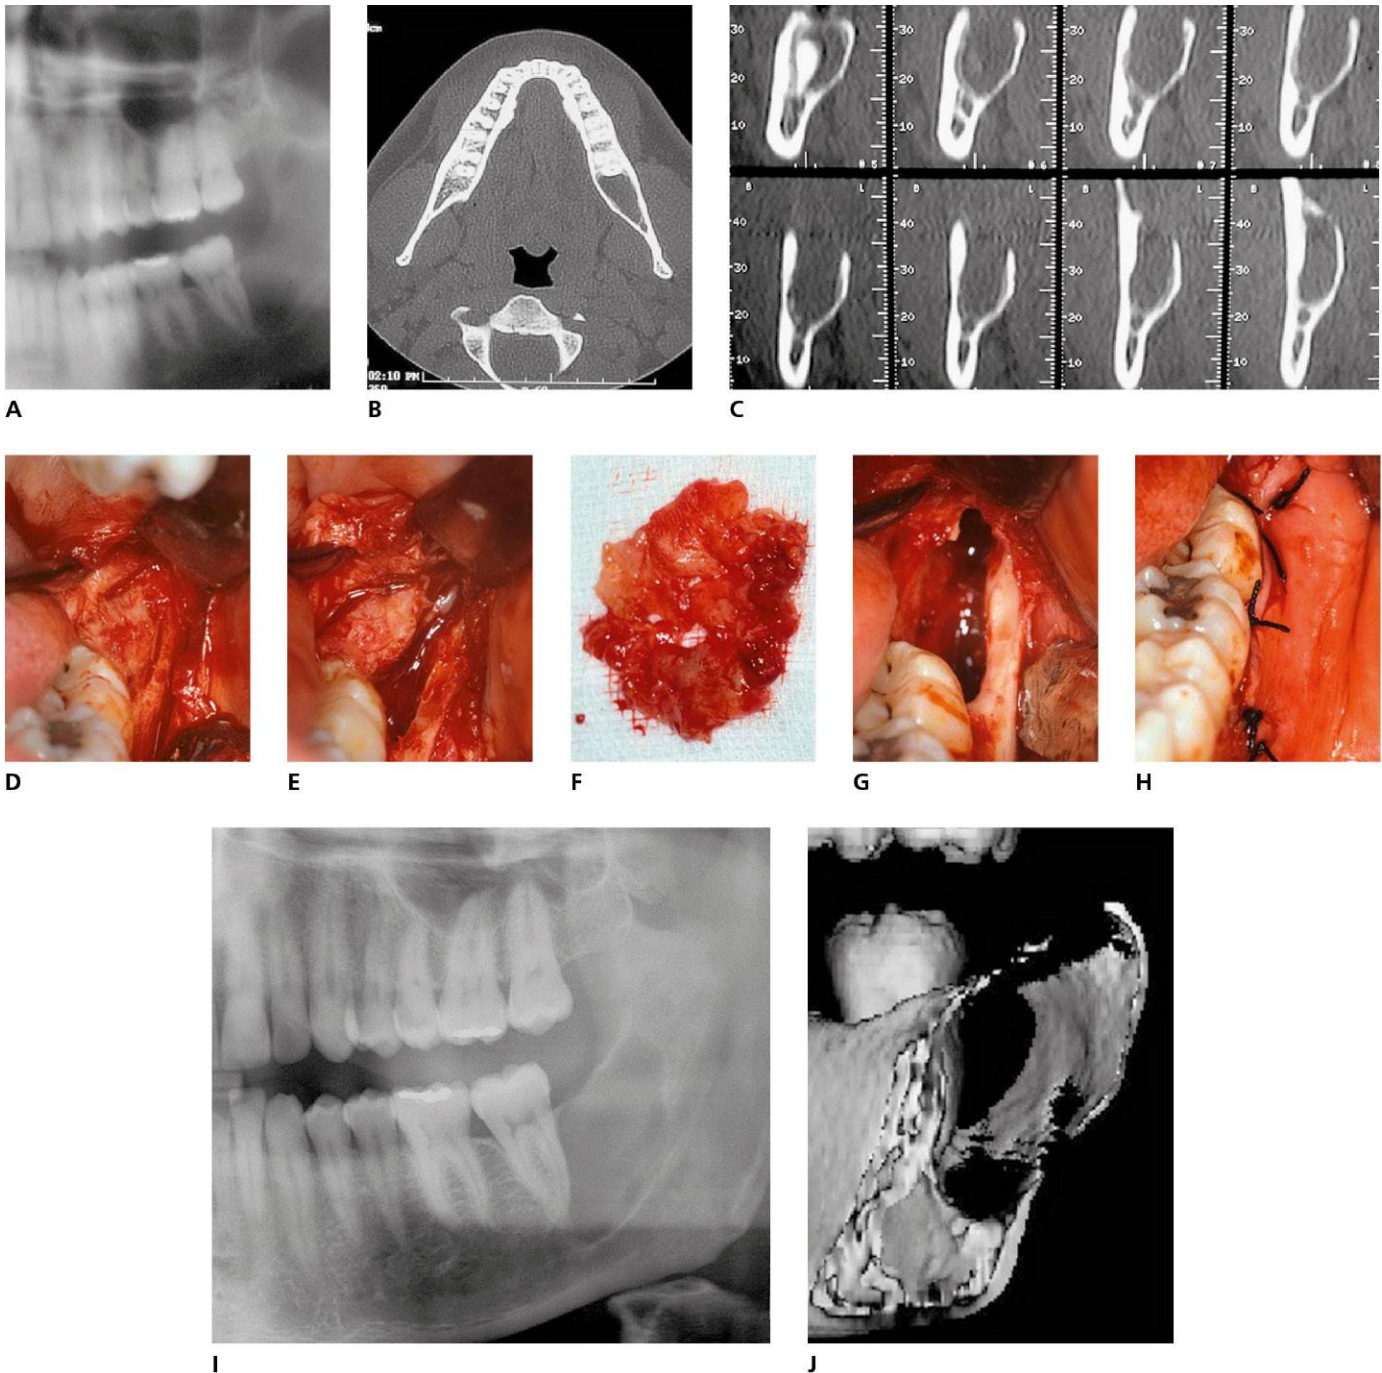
Quiste dentífero residual. A. Radiografía panorámica. B. Corte axial. C. Cortes transversales. D. Incisión y despegamiento. E. Exposición del quiste. F. Cápsula. G. Cavity resultante. H. Sutura. I. Recidiva. J. Imagen tridimensional de la recurrencia.
